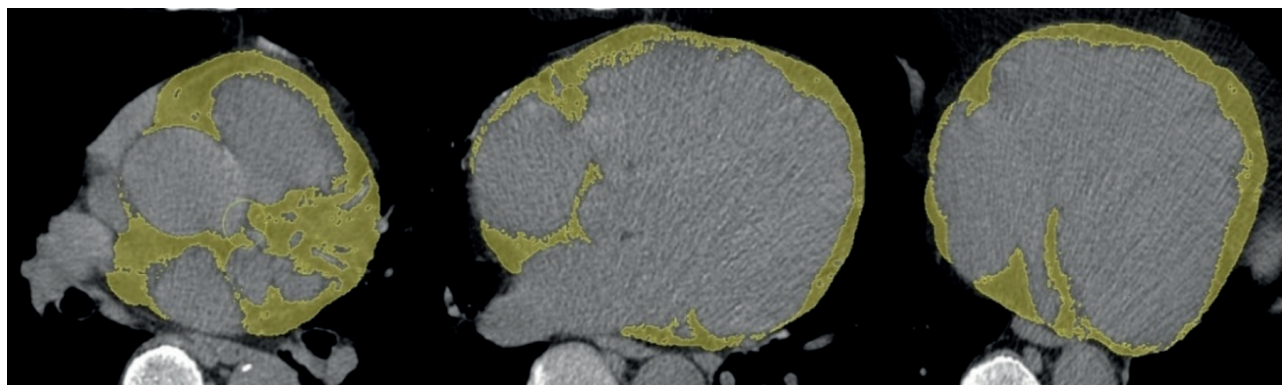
Сегментация эпикардальной жировой ткани на бесконтрастных КТ-изображениях сердца (елтым цветом обозначена выделенная эпикардальная жировая ткань).
